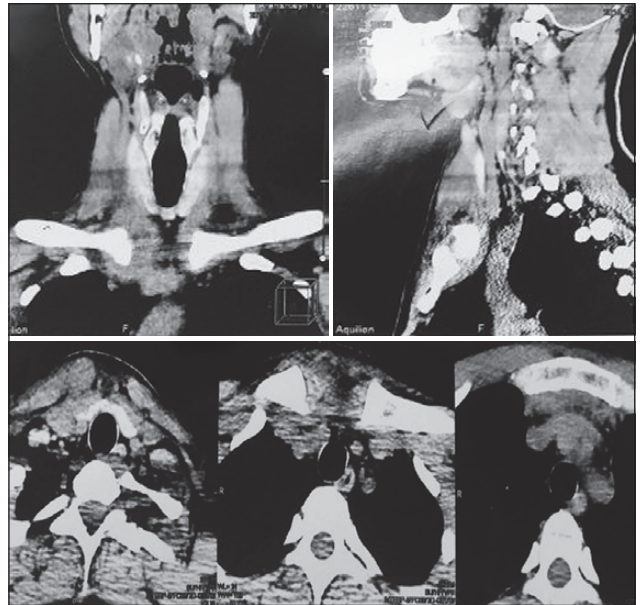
Мультиспіральна комп'ютерна томографія шийі та органів грудної клітки. Відмічається наявність бульбашок повітря, набряк тканин передньоверхнього, задньоверхнього середостіння
